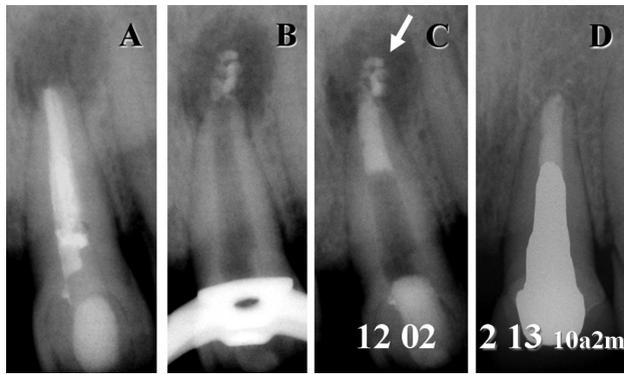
A: Radiografía preoperatoria. Incisivo superior el que se nota la presencia de una obturación endodóntica de pobre homogeneidad. En la zona periapical se observa una imagen radiolúcida amplia y circunscripta. B: Radiografía intraoperatoria en la que se nota la extrusión del material de obturación primario a la zona periapical. C: Radiografía posoperatoria inmediata con obturación endodóntica apical con MTA. Se resalta la sobreobturbación del material primario (flecha). D: Radiografía posoperatoria a distancia, luego de 10 años y 2 meses, en la que se observa la neoformación del tejido óseo periapical, acompañada por la reabsorción casi total del material extruido.
